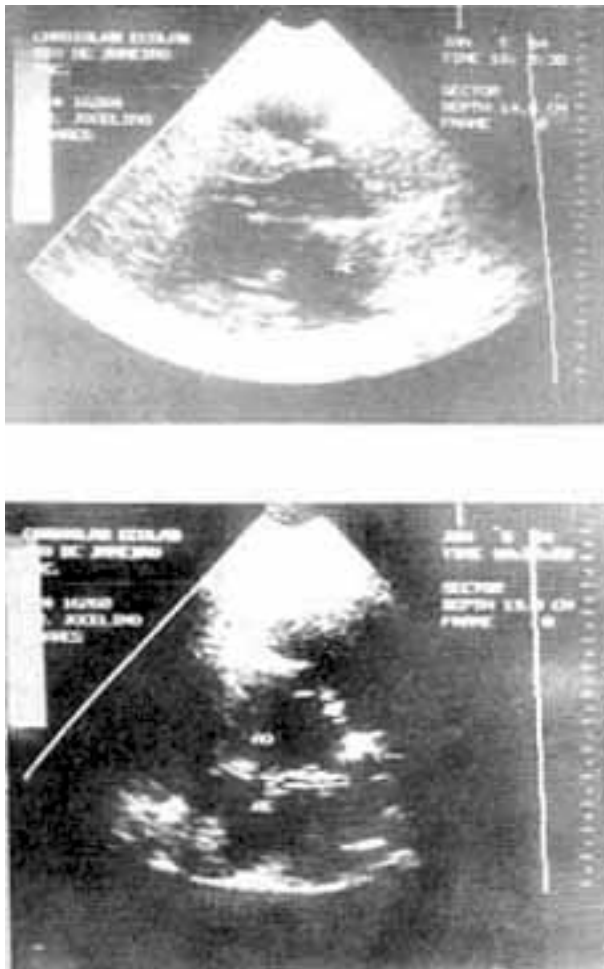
Ecocardiograma bidimensional. Em A, corte longitudinal. Observar o crescimento das câmaras cardíacas esquerdas. S - septo interventricular; AO - aorta ascendente; VE - ventrículo esquerdo; AE - átrio esquerdo; PP - parede posterior. Em B, corte transversal. Notar a dilatação do tronco principal da artéria coronária esquerda (seta). Ao - raiz da aorta; AE - átrio esquerdo.
